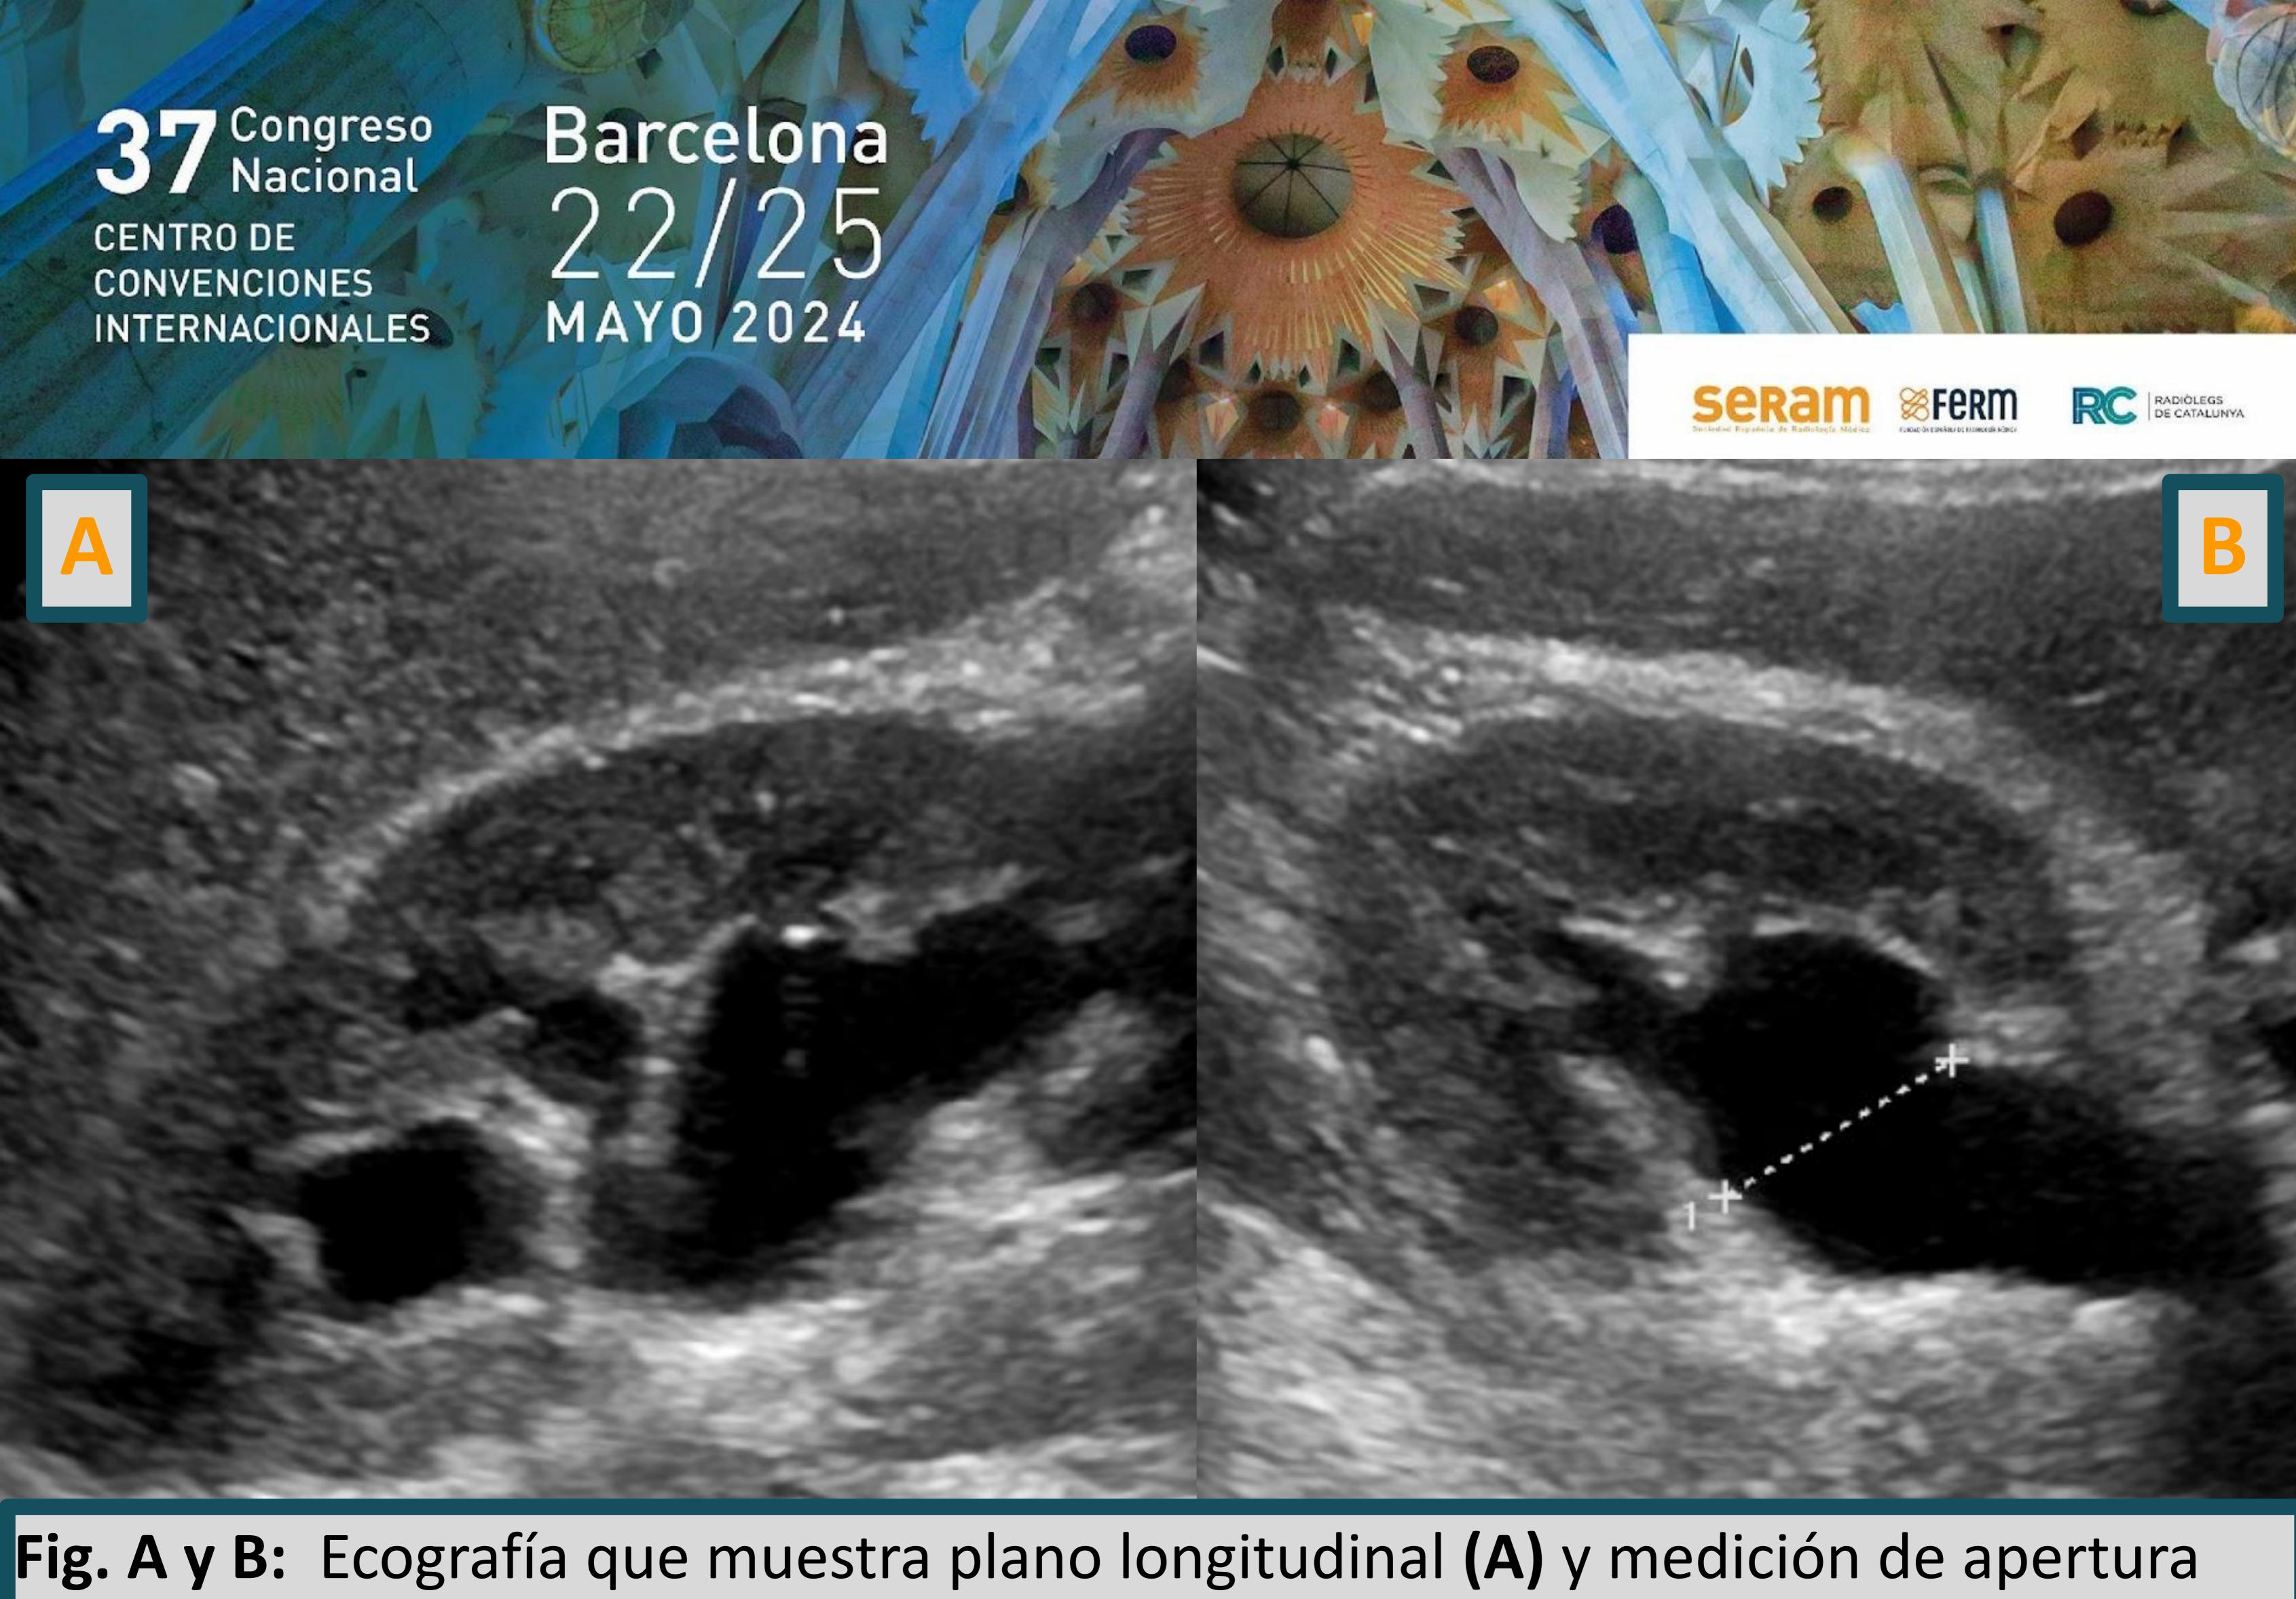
A y B: Ecografia que muestra plano longitudinal (A) y medición de apertura pielica anterosposterior del riñon derecho axial (B) con ectasia ureteropielocalicial
